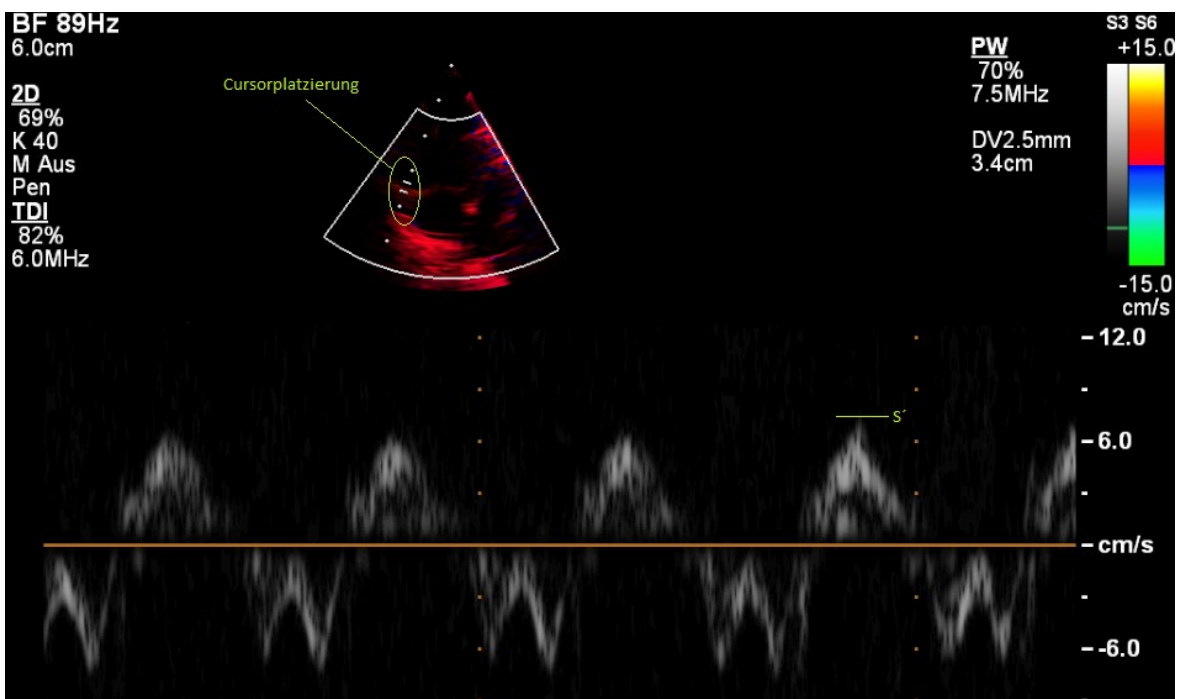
Tissue Doppler Cursor Ausrichtung
